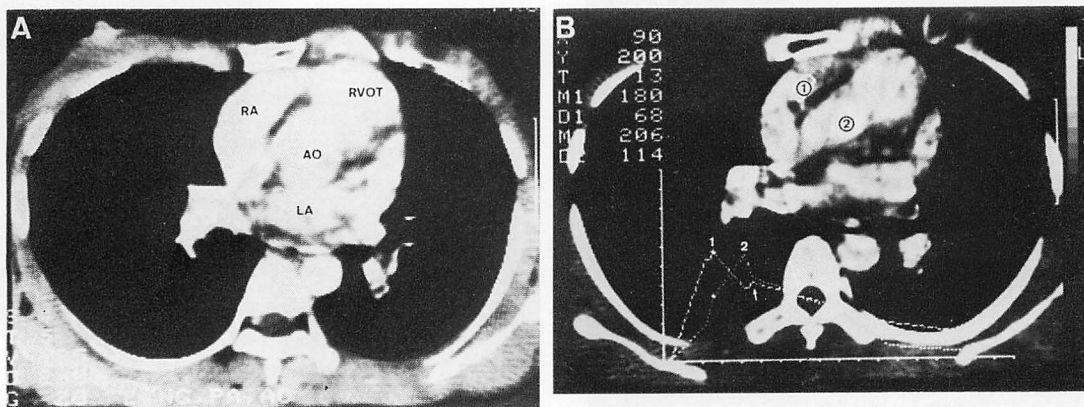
Contrast enhanced CT images of the aortic root in Case 2.
